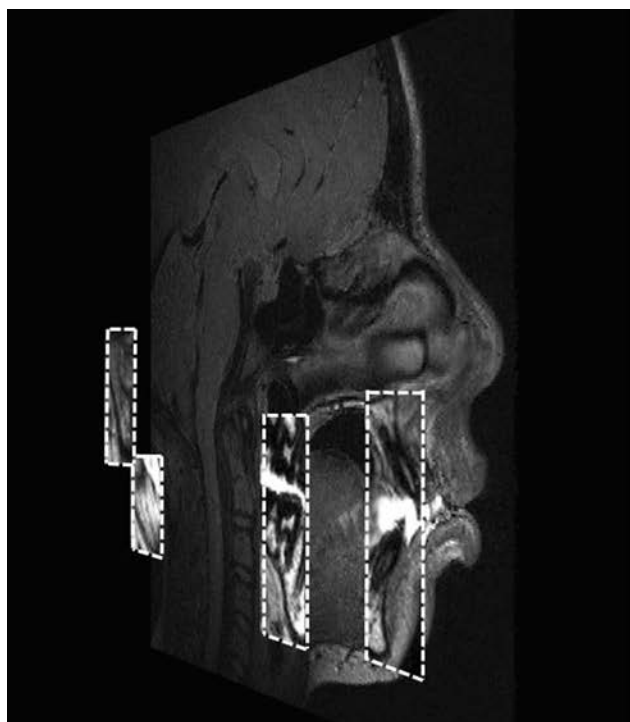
Selektive Segmentierung des isotropen MRT-Quelldatensatzes Ansicht von schrägrechts (linkes Bild) bzw. von schräglinks (rechtes Bild)
